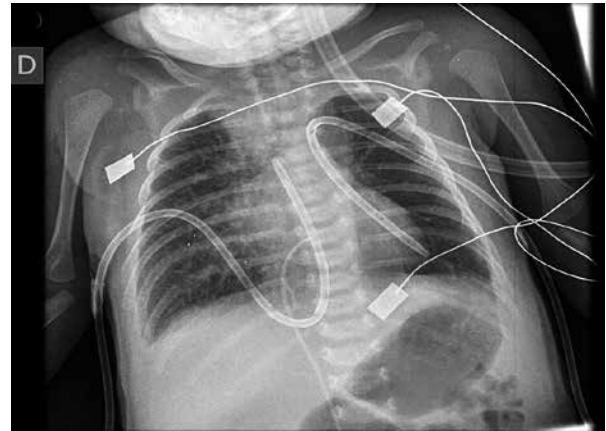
Radiografía de tórax tras tratamiento de quilotórax.
